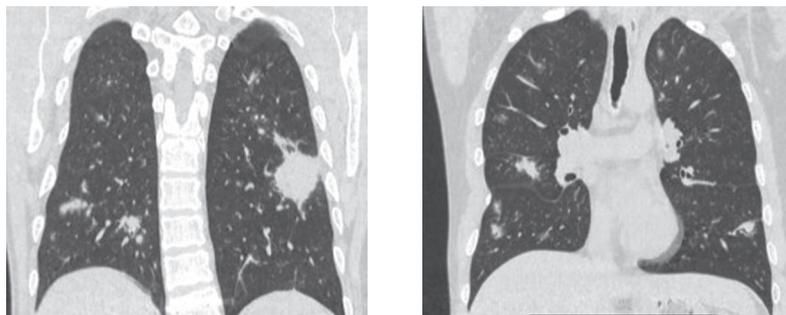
КТ органов грудной клетки от 30.01.2023 г. По всем сегментам обоих легких определяются множественные перибронховаскулярные крупные очаги, солидные с неровными нечеткими контурами и по типу матового стекла, разнокалиберные фокусы консолидации с неровными нечёткими контурами
